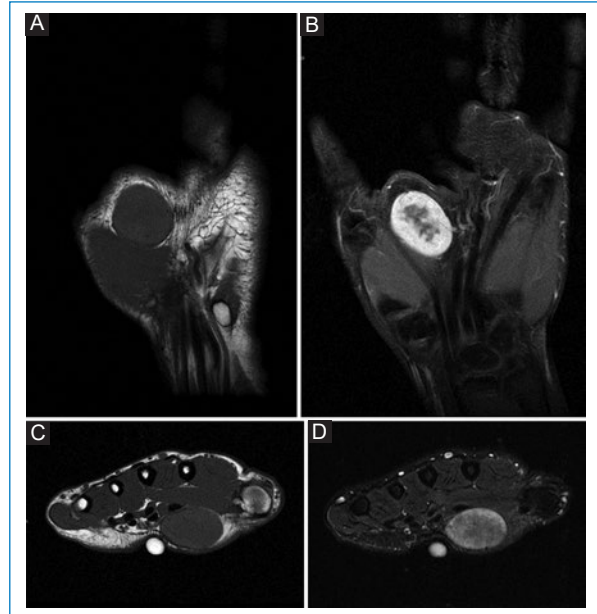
Resonancia magnética de la mano izquierda. A y B: planos coronales, secuencias ponderadas en T1 y en T2 STIR. C y D: planos axiales. Se visualiza la lesión, con intensidad de señal isointensa, homogénea en T1 y heterogénea en T2, con centro redondeado hipointenso y periferia hiperintensa, que realza con el contraste paramagnético.
